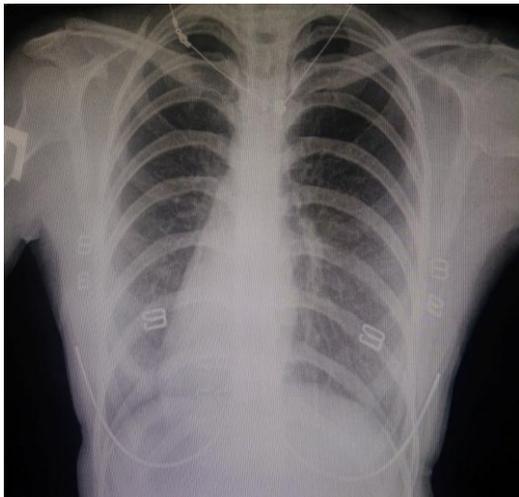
Рентгенография грудной клетки (дэкстрапозиция сердца).
